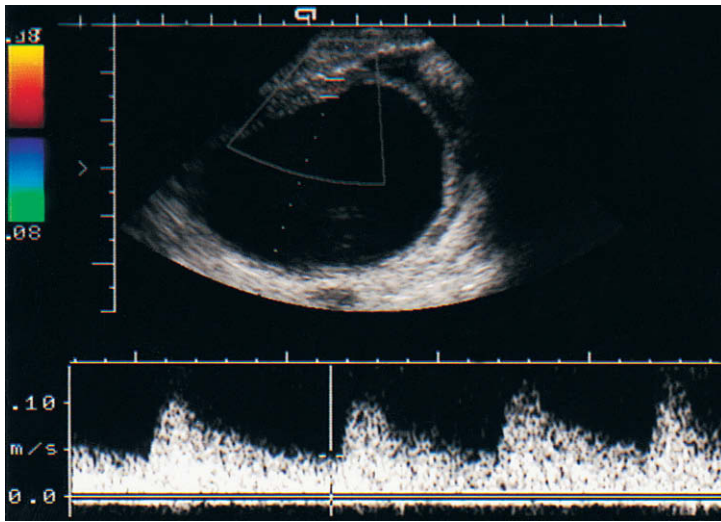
Quiste ovárico simple con Doppler espectral registrado en la pared quística con un índice de resistencia relativamente bajo, 0,64.
